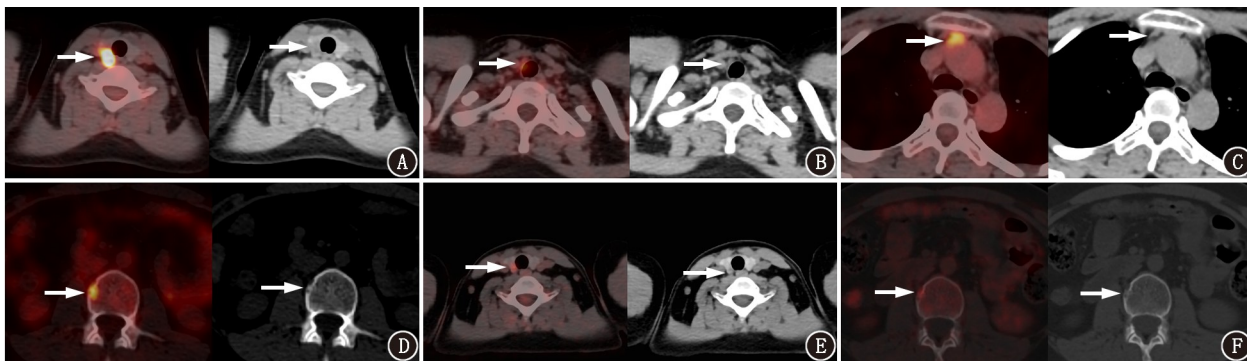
朗格汉斯细胞组织细胞增生症患者(女,26岁) $^{18}\text{F}$ -FDG PET/CT 显像图(箭头示病灶)。甲状腺右侧叶(A)片状低密度影,大小约1.1 cm×0.5 cm,SUV<sub>max</sub> 9.6;右颈部VI区淋巴结(B),SUV<sub>max</sub> 3.5;纵隔3A区淋巴结(C),SUV<sub>max</sub> 4.5;腰3椎体(D)小片骨质吸收破坏,SUV<sub>max</sub> 4.8。以长春地辛+强的松(VP)方案化疗3个疗程后甲状腺右侧叶(E)小片状低密度影,大小约0.6 cm×0.4 cm,SUV<sub>max</sub> 4.3;腰3椎体(F)小片骨质吸收破坏,SUV<sub>max</sub> 3.9。图E、F由浙江大学医学院附属第一医院核医学科PET中心提供
